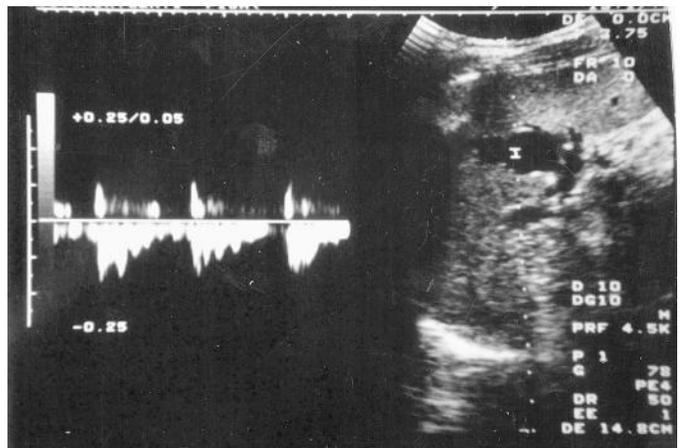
Ematoma intraparenchimale sottoposto a trattamento conservativo: il controllo ecografico ad un mese evidenzia lesione anecogena di circa 2 cm (pseudoaneurisma) (a); la valutazione doppler conferma la diagnosi di pseudoaneurisma evidenziando la presenza di flusso arterioso intrasplenicale (b).
